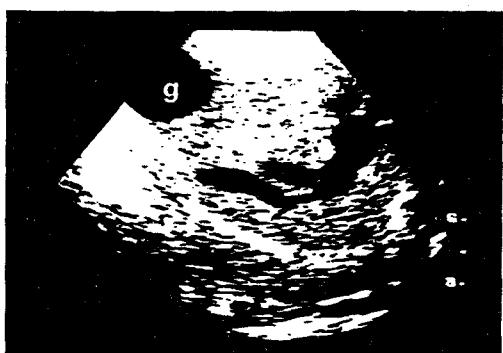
간성 뇌병증을 보이는 어린 강아지 간장의 종단초음파상. 큰 기형성의 혈관분지가 후대정맥으로 이어지는 것을 확인할 수 있다. 또한 담낭(g)도 보인다. 간내 문맥-대정맥 shunt는 수술을 통해 확진되었다.
